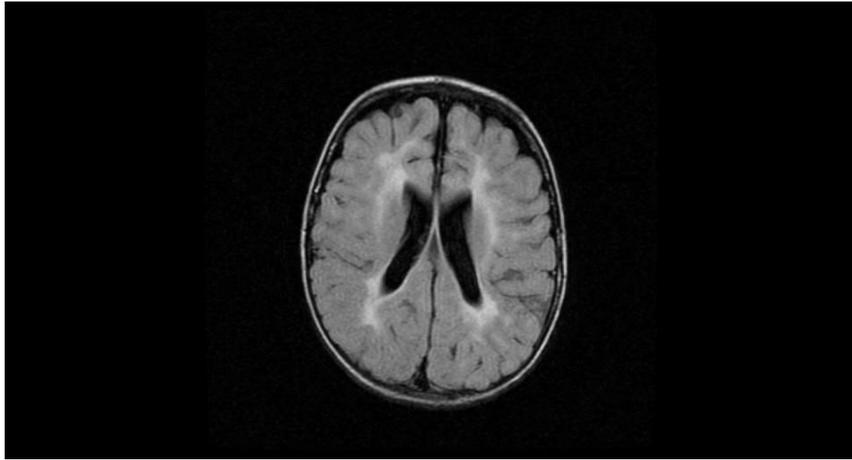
Resonancia Magnética cerebral, secuencia T2FLAIR, corte axial: LPV no quística (paciente número 8).
